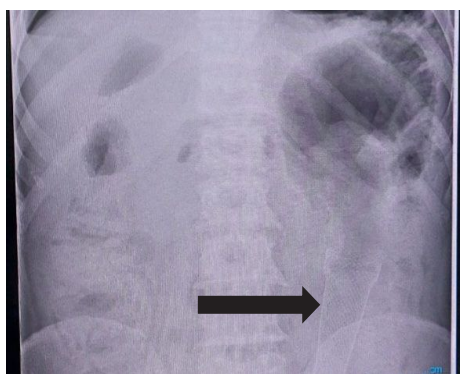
Обзорная рентгенограмма живота через 24 часа после стентирования
